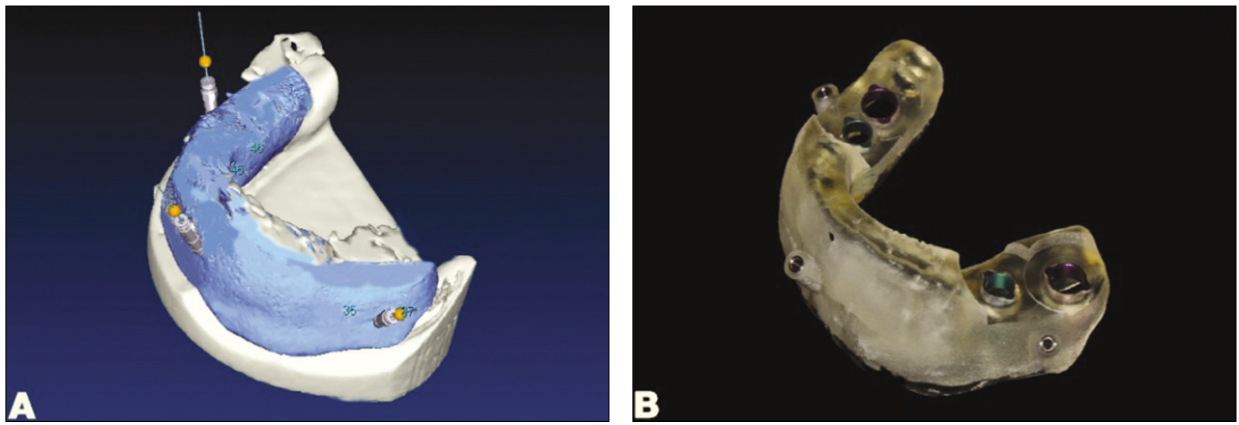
Fabricating the surgical guide with stereolithography. A: Fabricating the surgical guide after fusing the two groups of CBCT DICOM files. B: Stereolithography fabricated surgical guide.
